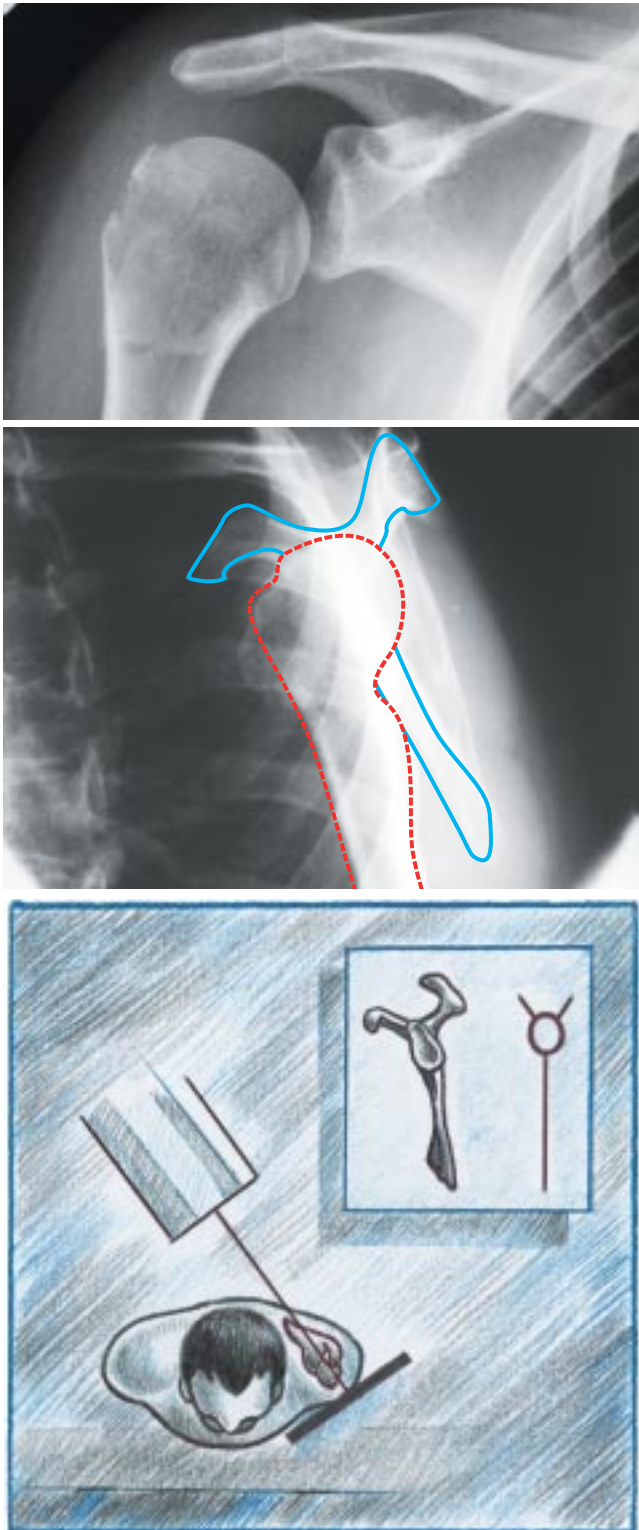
Série traumatique de l'épaule incluant une radiographie antéropostérieure (AP) et une incidence en Y de Neer avec la projection de la tête humérale devant la glène.
